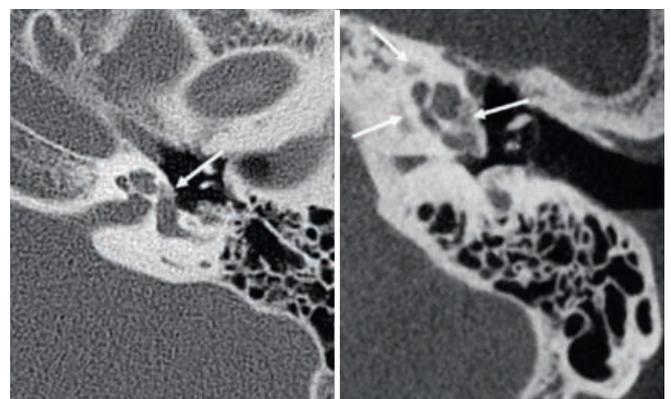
Axiales CT des Felsenbeines bei Otoklerose
